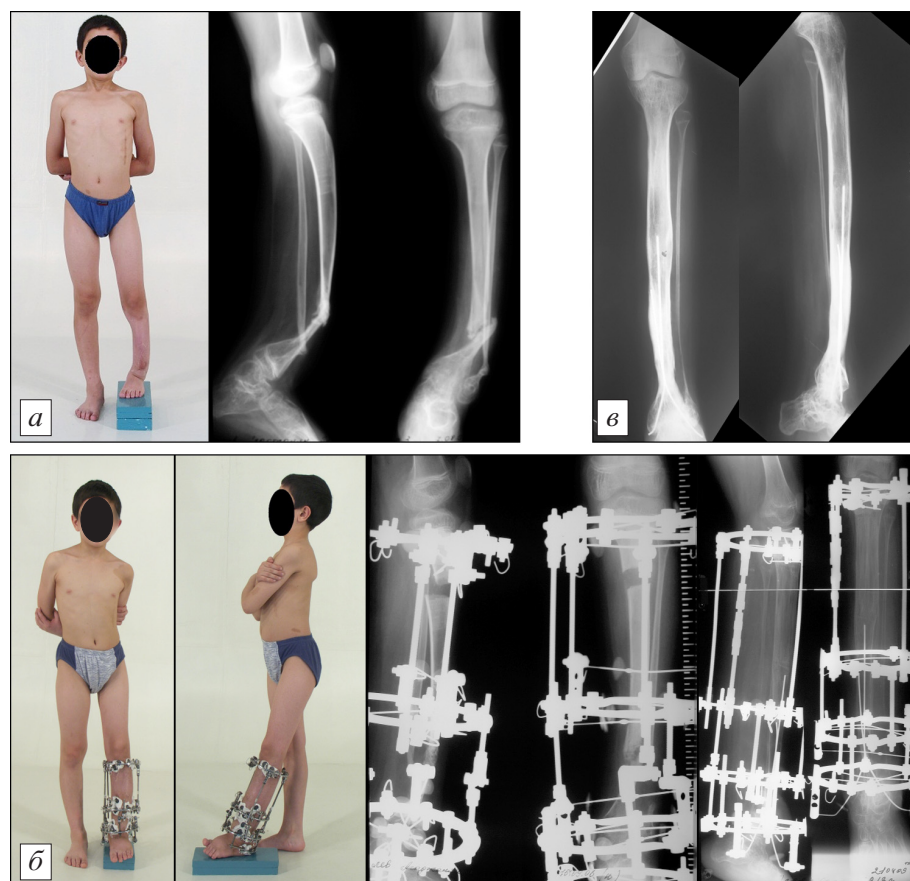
Фотографии и рентгенограммы голени больного Б., 12 лет (объяснение в тексте).
